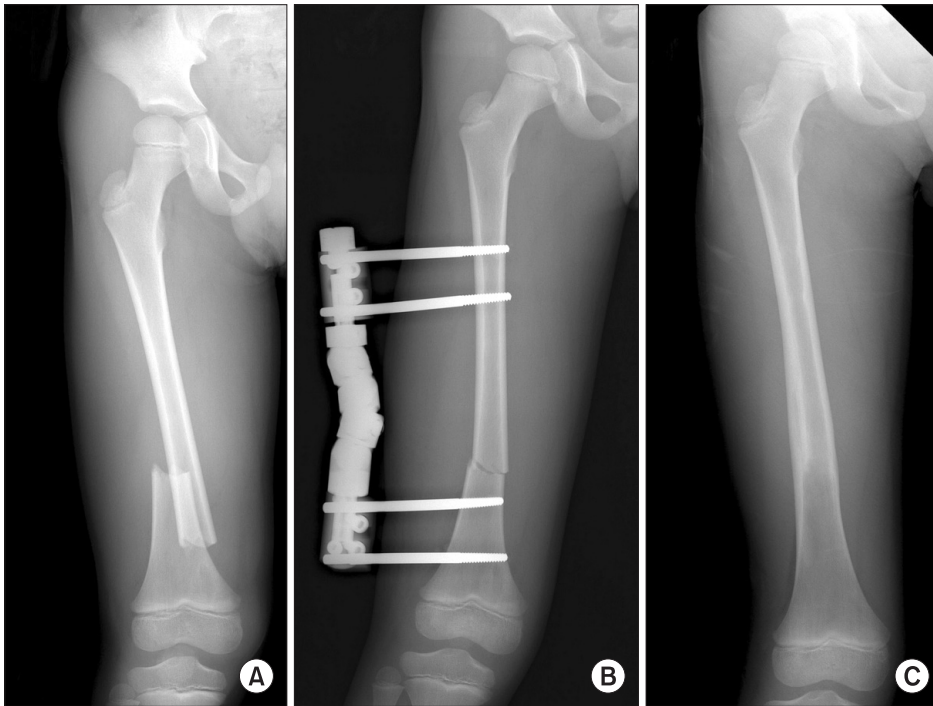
(A) A transverse diaphyseal femoral fracture in a 7-year-old boy. (B) External fixator was applied. (C) Radiograph at 15 months after the fracture.
